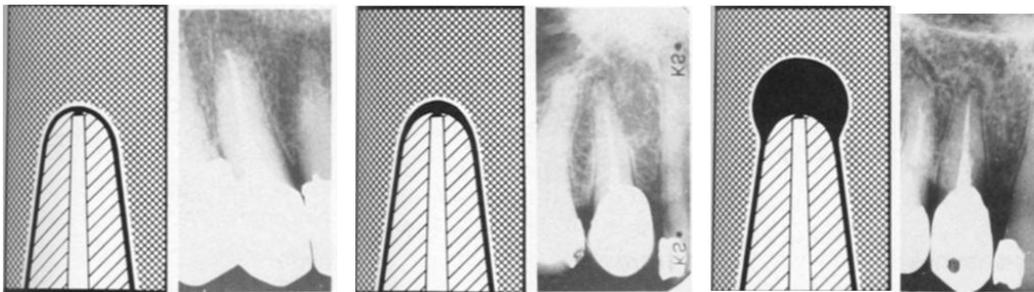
Éxito: ausencia de hallazgo patológico periapical, ancho normal del ligamento periodontal; 2. Hallazgo incierto: aumento del ancho del ligamento periodontal; Y 3. Fracaso: hallazgo patológico, radiolucidez periapical (28).
